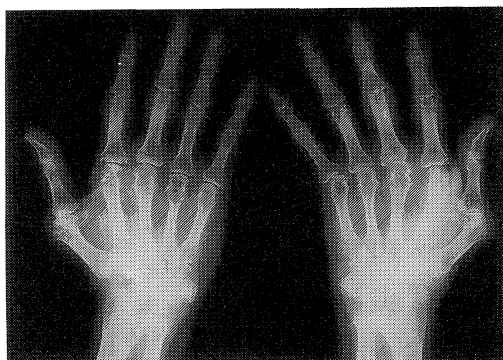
Hand roentgenogram reveals symmetric joint space narrowing, erosive changes in the proximal interphalangeal, metacarpophalangeal and phalangeal joints, carpal bone erosion and severe bone demineralization.
